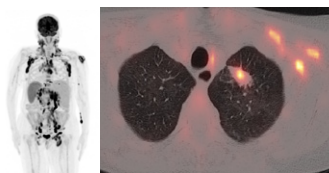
Estudio de extensión con PET-TC
